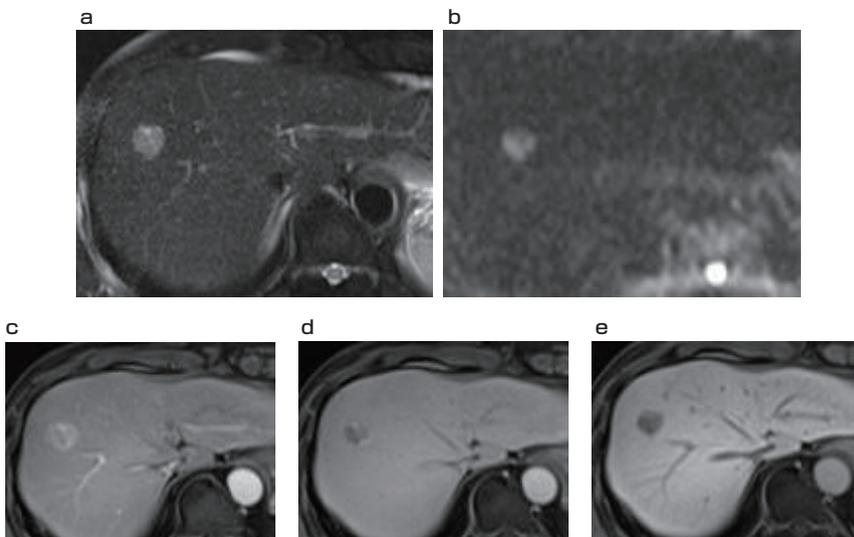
尾側腫瘍EOB MRI所見 a T2強調像 b 拡散強調像 c 造影動脈優位相 d 造影門脈優位相 e 造影肝実質相
